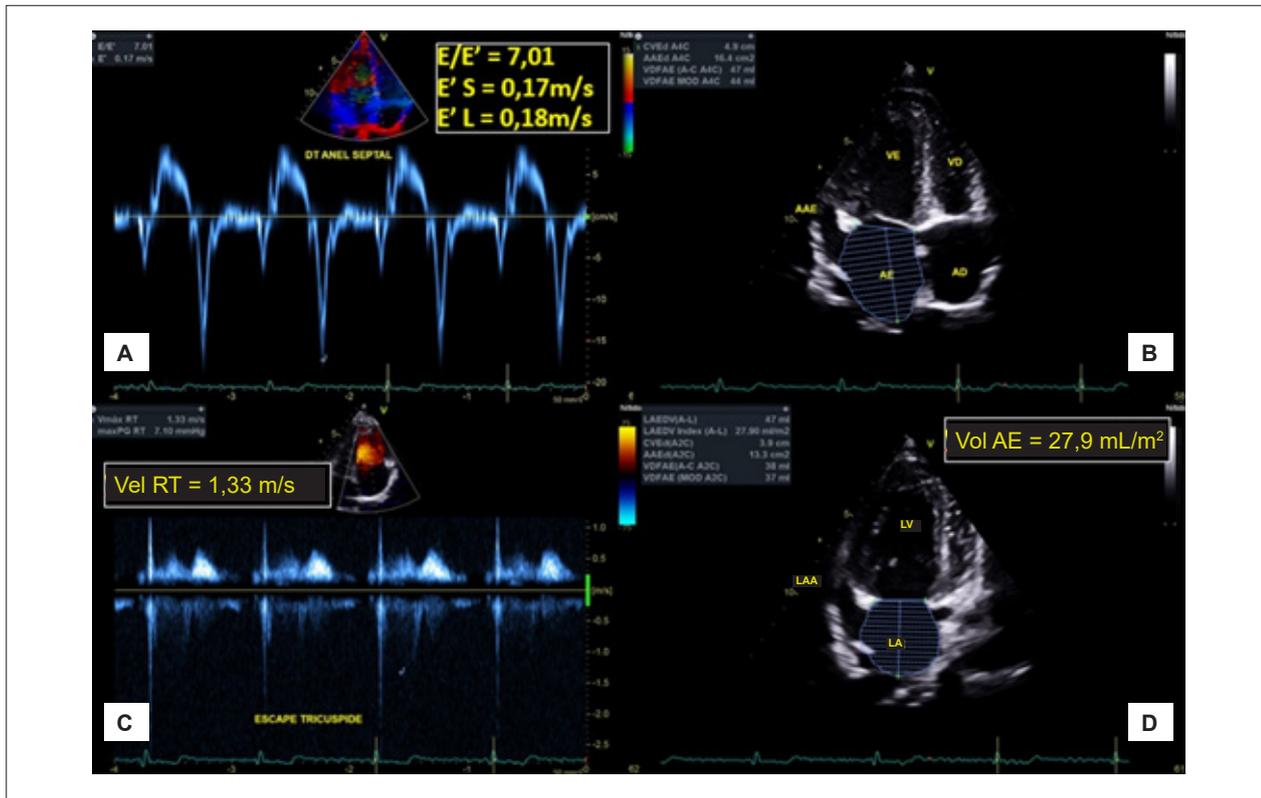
Doppler tecidual do anel mitral (superior, esquerda); corte apical de 4 câmaras ao eco bidimensional (superior direita); curva do Doppler contínuo do refluxo tricúspide (inferior esquerda); corte apical de 2 câmaras ao eco bidimensional (inferior direita). AAE: apêndice atrial esquerdo; AD: átrio direito; AE: átrio esquerdo; E'L: velocidade da onda e' lateral; E'S: velocidade da onda e' septal; VD: ventrículo direito; VE: ventrículo esquerdo; Vol AE: volume indexado do átrio esquerdo.
